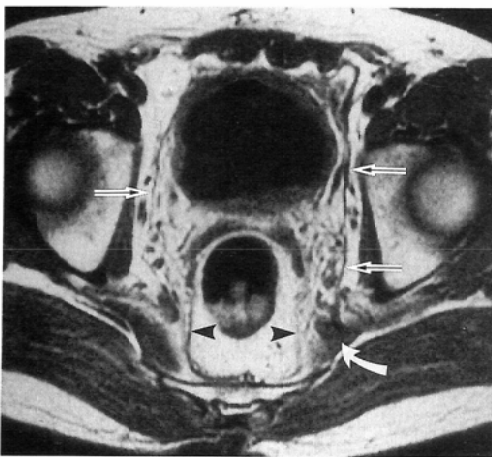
66-year-old man with urinary bladder carcinoma after TAI: MRI at (a) level shows left umbilicovesical fascia (arrows) arising from the left internal iliac artery (curved arrow). The space between the umbilicovesical fascia and the sacrouterine ligament (arrowheads) is called "Radix laminae vasorum et nerv", in which numerous vessels are seen.
